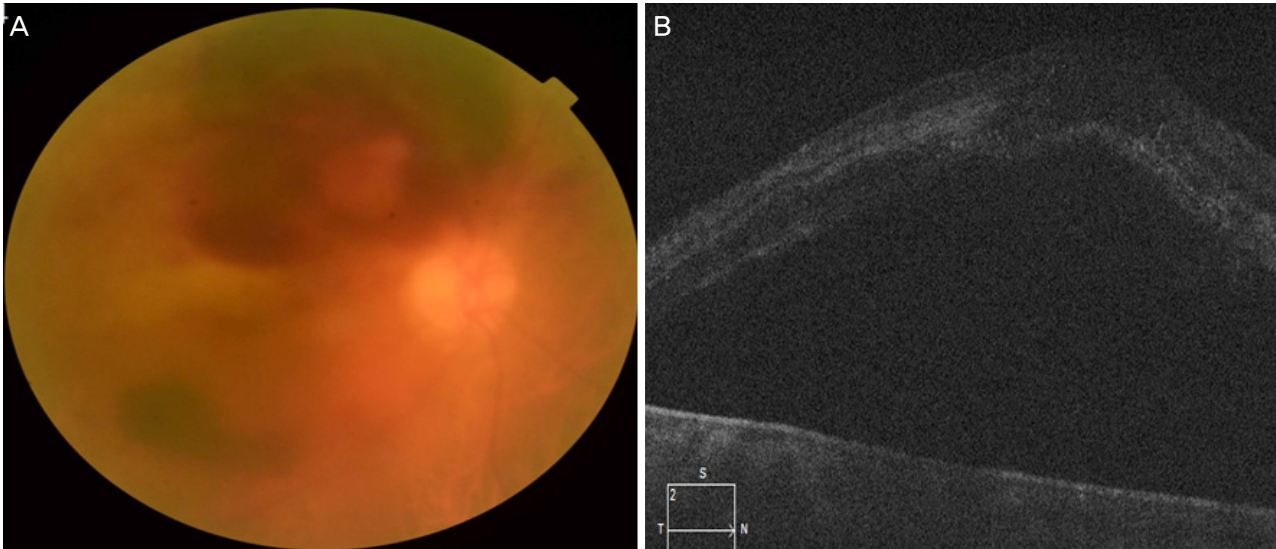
Ruptured retinal arterial macroaneurysm. The fundus photograph shows the edematous macula, vitreous hemorrhage and retinal and subretinal hemorrhage at the posterior pole caused by a macroaneurysm in the superotemporal artery in right eye 2 months after panretinal photocoagulation (A). The optical coherence tomography images demonstrated a large amount of subretinal serous fluid (B).
